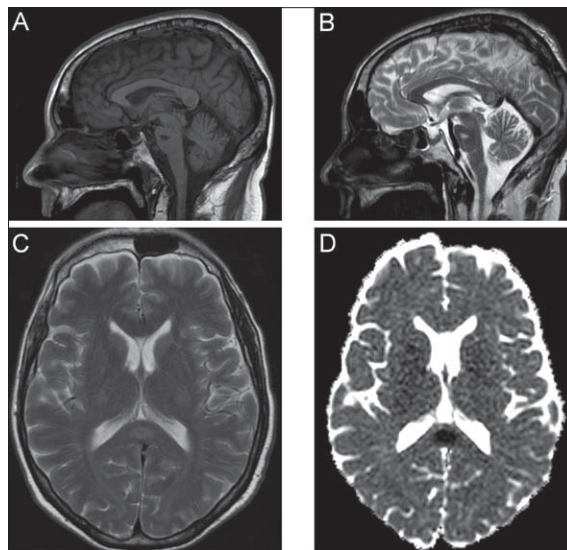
Magnetic resonance imaging in T2 weighted showed a hypersignal lesion in the centrum of the splenium of the corpus callosum (Fig.1B e C), a hypointensity in T1 (Fig.1A) and with restriction diffusion on DWI (Fig.1D)
